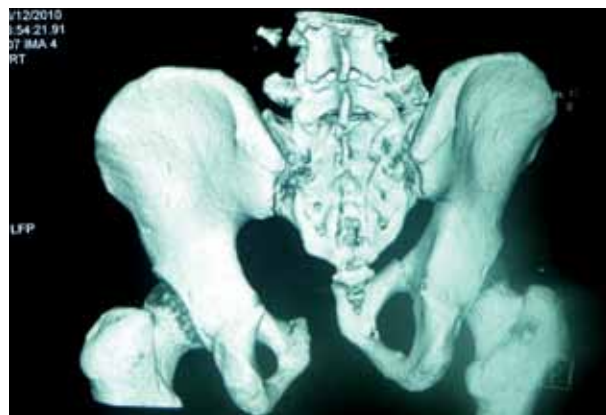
Tomografía pélvica con reconstrucción en tercera dimensión en corte posterior, donde se aprecia fractura de ambas ramas ilíacas con separación de sínfisis de pubis de más de 3 cm.
